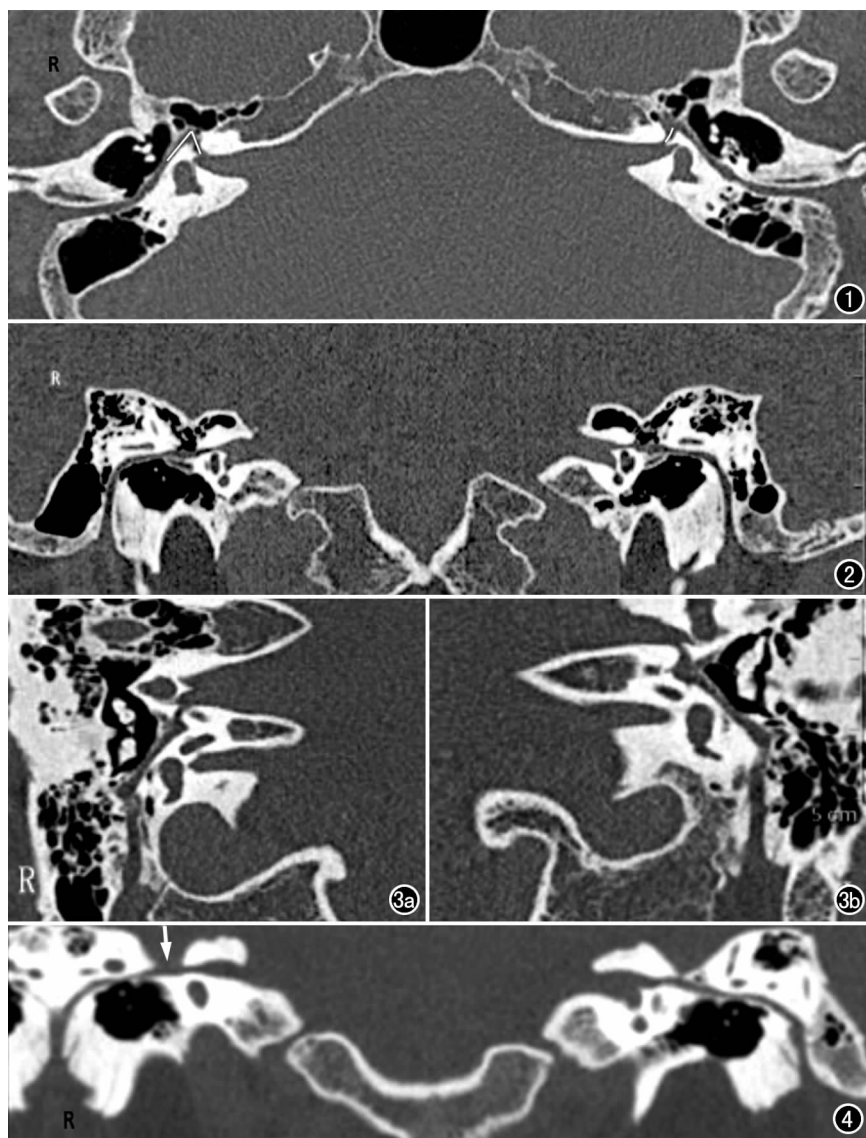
正常面神经管全程的轴位 HRCT CPR 图像, 迷路段长度测量方法: 自 Bill 嵴内缘至膝状神经窝的曲线长度(左侧白线); 面神经管第一膝角度测量方法: 以膝状神经窝的中心为顶点, 面神经鼓室段和迷路段长轴为边所构成的夹角(右侧白线)。图 2 正常面神经管全程的冠状位 HRCT CPR 图像。图 3 正常面神经管全程矢状位 HRCT CPR 图像。a) 右侧; b) 左侧。图 4 面神经管 HRCT 冠状位 CPR 图像, 示右侧面神经管迷路段上壁裂缺(箭), 左侧正常。
